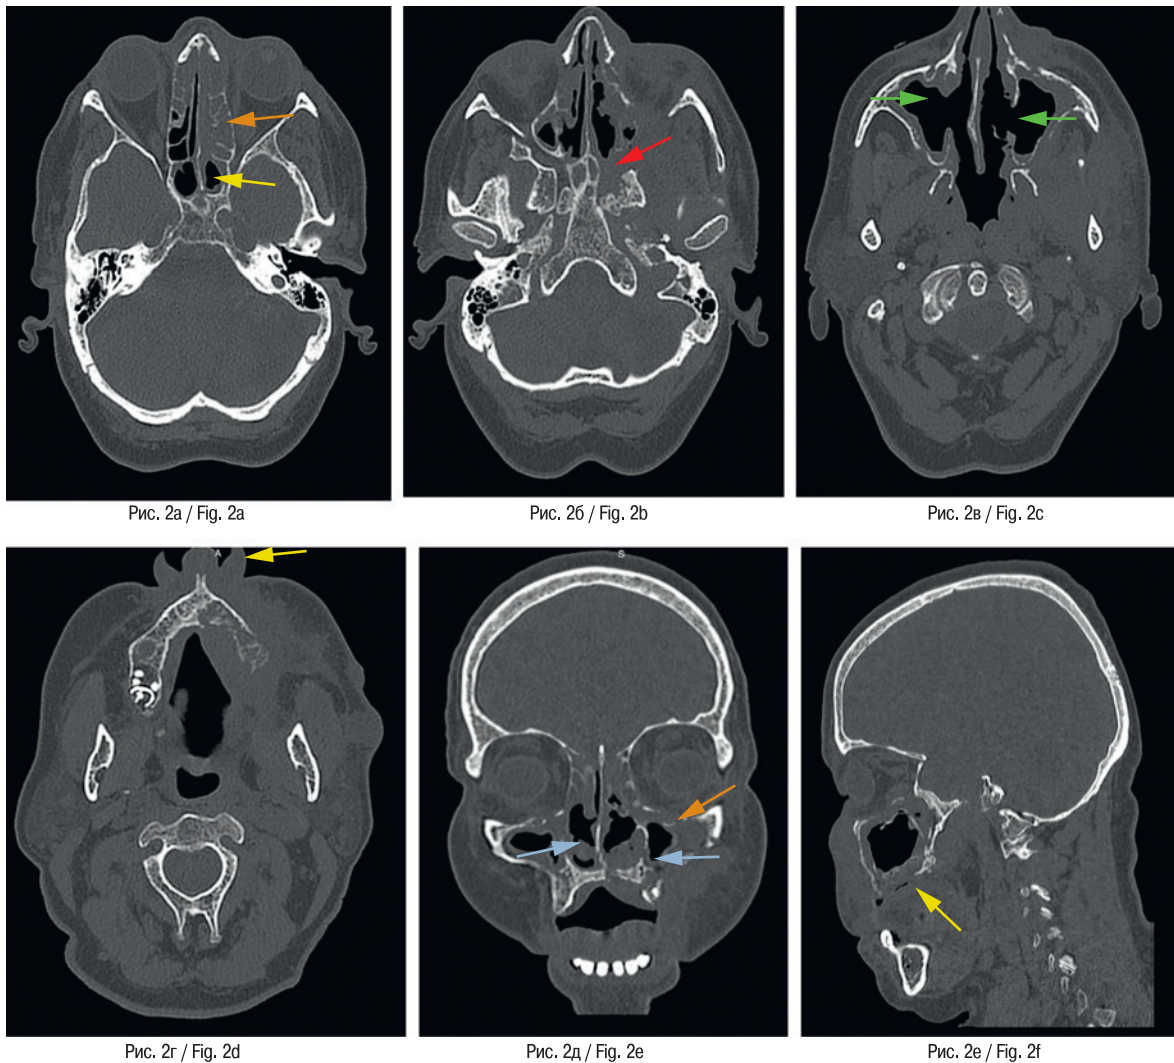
МСКТ, аксиальные проекции (а, б, в, г), корональная (д), сагиттальная (е) реконструкции
